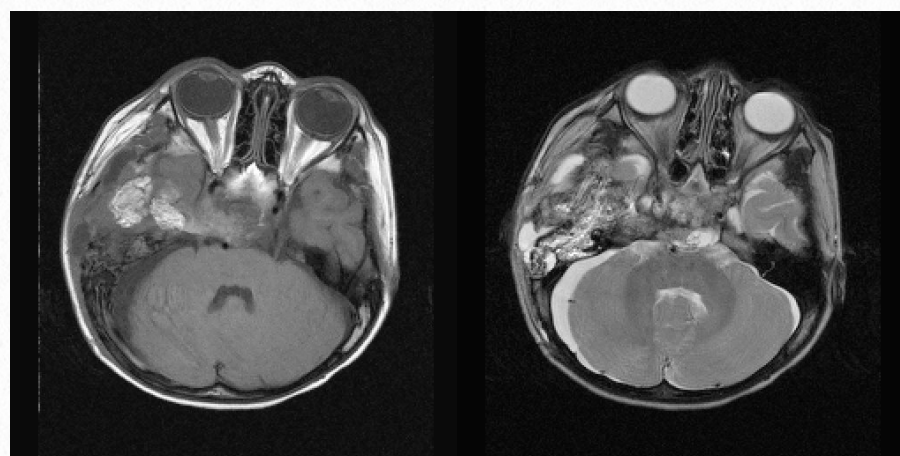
症例3・術後頭部MRI：摘出はR anterior transpetrosal approachで行われた。腫瘍のほとんどは摘出されている。右中頭蓋窩には手術に変化が観察されるが髄液漏による皮下水腫の形成は認められなかった。
